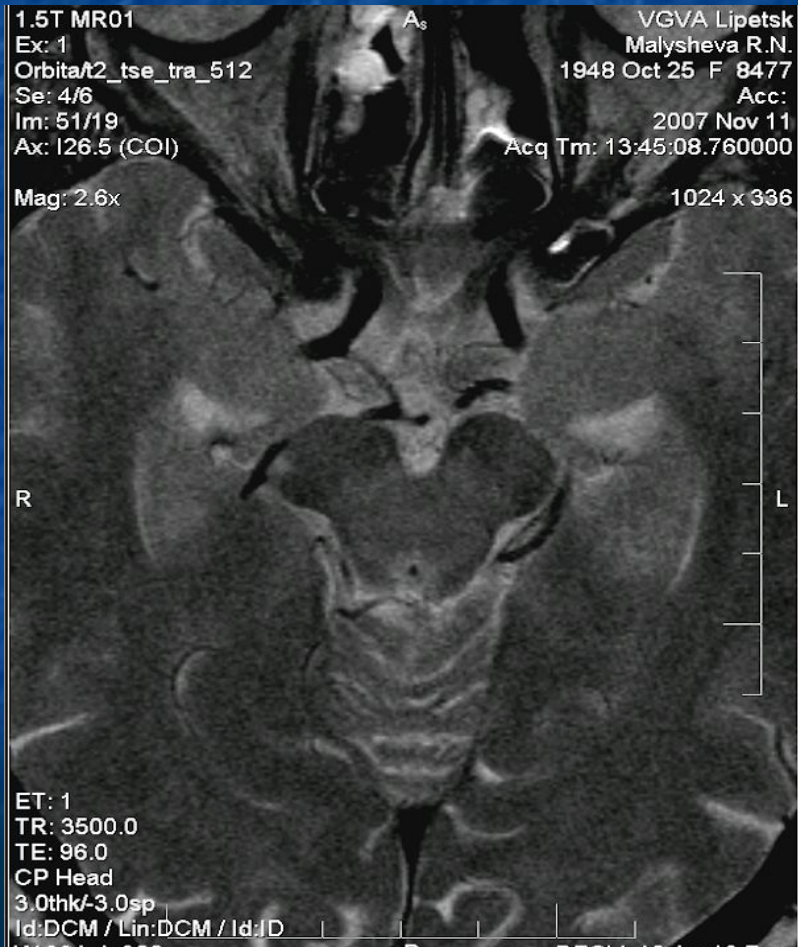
МРТ в аксиальной проекции (режим T₂) на уровне среднего мозга в норме (а) и при болезни Паркинсона (б, в). а — в норме определяется пониженный сигнал от ретикулярной части черной субстанции (длинная тонкая стрелка) и красного ядра (толстая стрелка), слабо гиперинтенсивный сигнал от компактной части ретикулярной формации, разделяющий их (тонкая короткая стрелка). При болезни Паркинсона отмечается гибель меланинсодержащих нейронов ретикулярной части черной субстанции и красного ядра с повышением сигнала от них и сглаживание границ между указанными тремя образованиями (б), либо накопление железа в среднем мозге с понижением сигнала от всех трех указанных образований со слиянием их в одну зону гипоинтенсивного сигнала в режиме T₂ (в).
